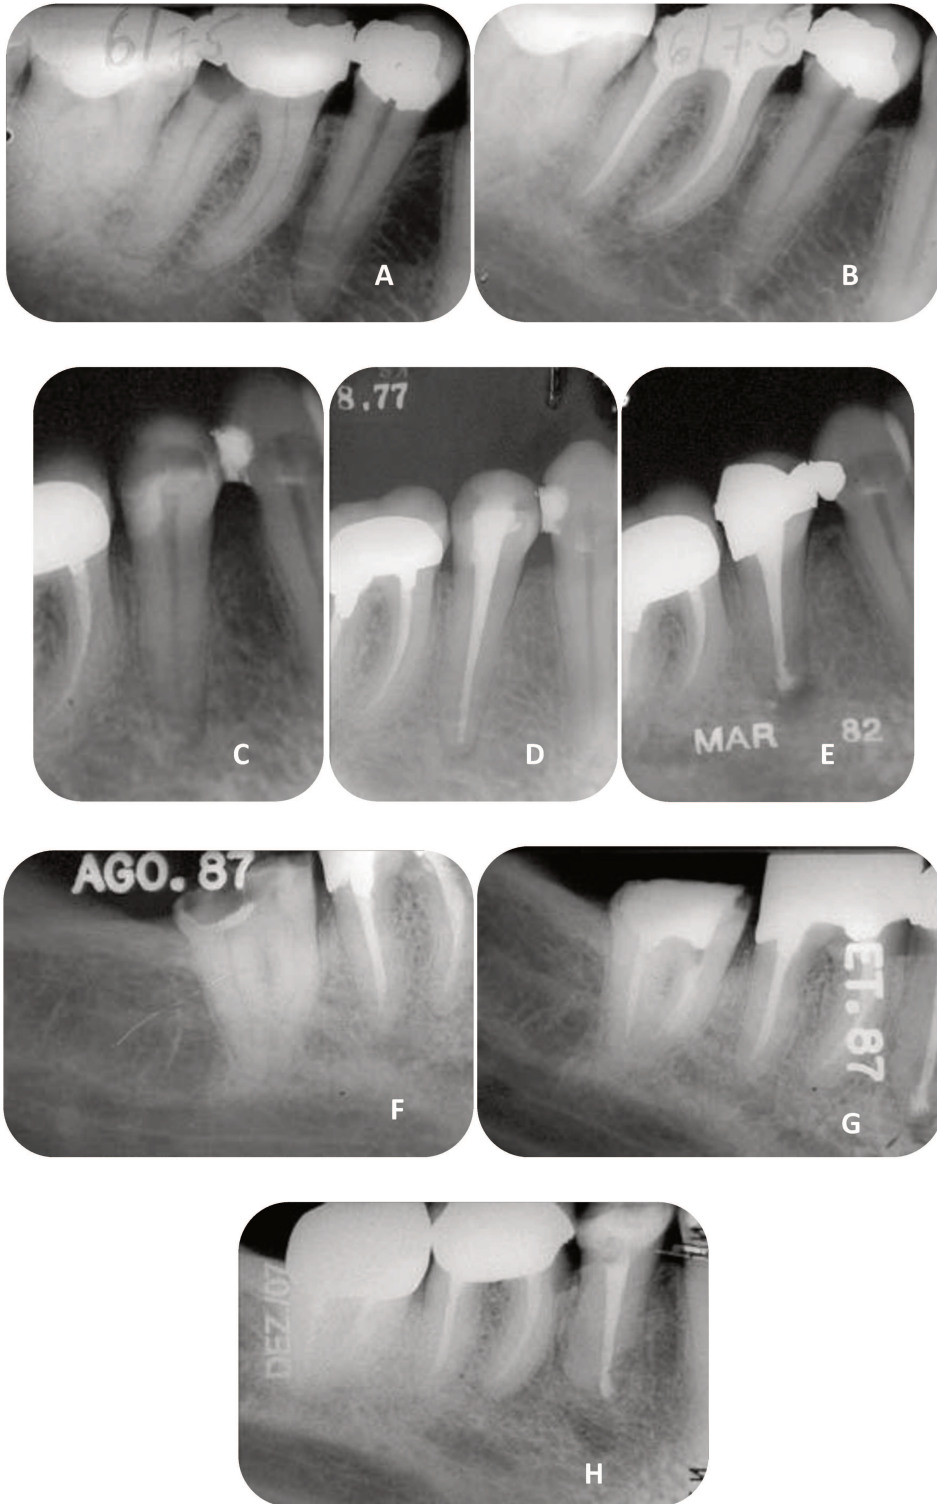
A- radiografia de diagnóstico do primeiro molar inferior, B- tratamento endodôntico original realizado em junho de 1975, C- radiografia de diagnóstico do segundo pré molar inferior, D- tratamento endodôntico original realizado em agosto de 1977, E- retratamento do segundo pré molar inferior realizado em março de 1982, F- radiografia de diagnóstico do segundo molar inferior, G- tratamento endodôntico original realizado em setembro de 1987, H- radiografia de preservação em dezembro de 2007 (o primeiro molar após 32 anos e 6 meses, o segundo molar após 20 anos e 4 meses e o segundo pré molar após 30 anos e 4 meses) mostrando regiões perirradiculares normais.
